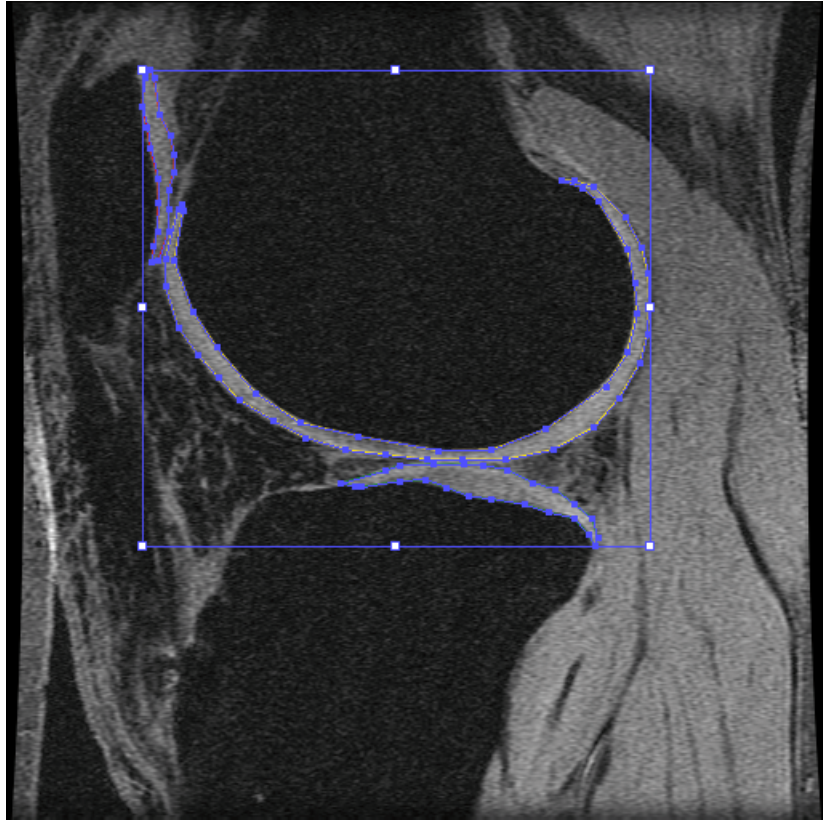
Puntos de referencia anotados en una imagen de resonancia magnética de la rodilla
